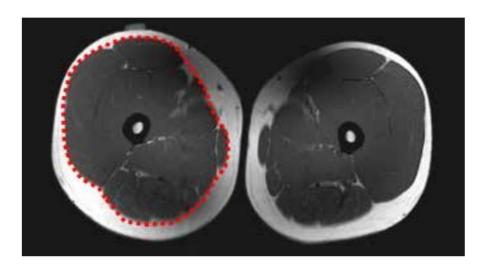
Imagen de resonancia magnética de la mitad del muslo que muestra un muslo masculino joven normal (18-25 años). Fuente: Wackerhage H, Sarcopenia: Causas y tratamientos, Dtsch Z. Sportmed, 2017; 68: 178-184
